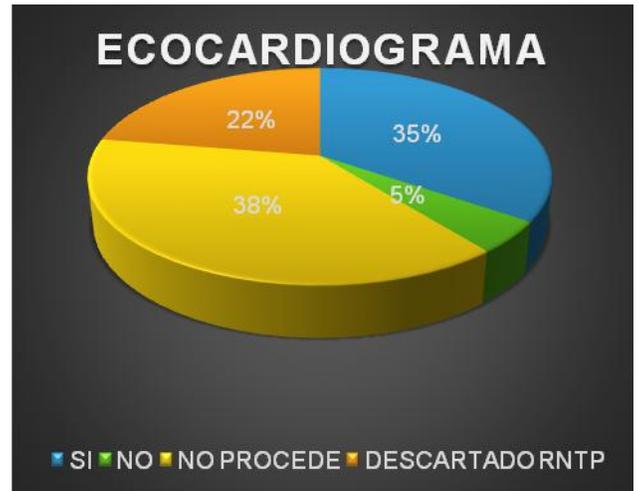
y 12 Pacientes sometidos a valoración por el servicio de cardiología pediátrica y su estudio de ecocardiograma.
